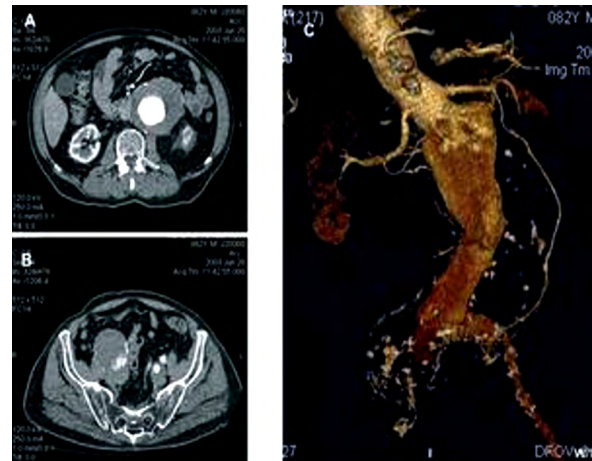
Tomografía computarizada con contraste (angio-TC) AAA.
